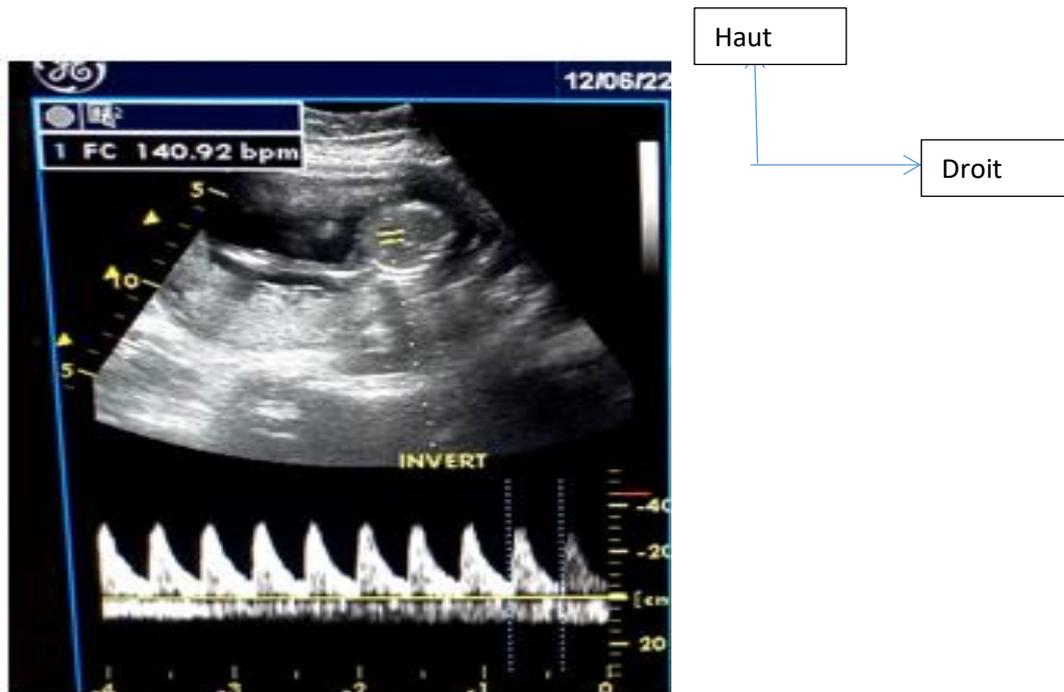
Aspect échographique d'un fœtus évolutif avec ses annexes (placenta, cordon ombilical, liquide amniotique) dans la corne gauche.
